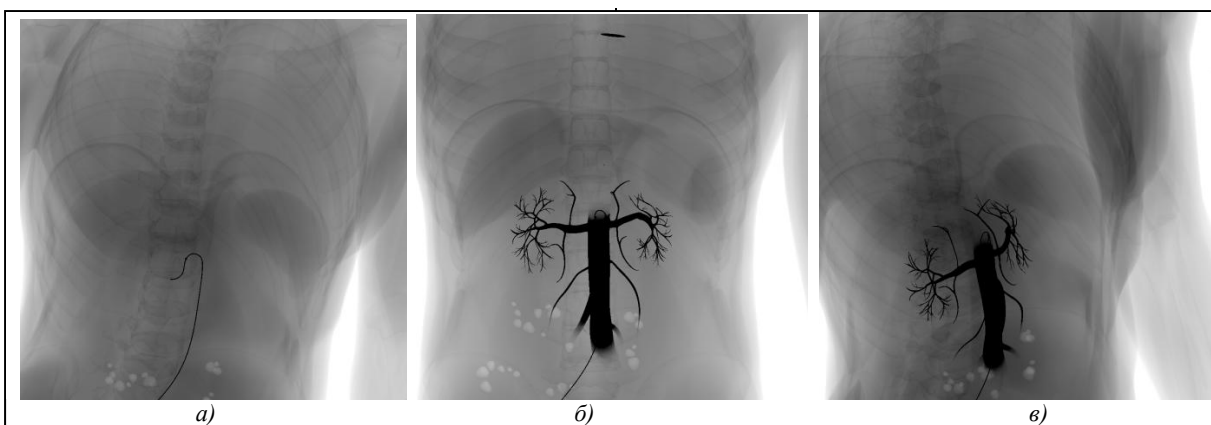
Итоговые изображения, воспроизводящие рентгеновские изображения при проведении эндоваскулярных операций: а) движение проводника по артерии, б) фронтальное изображение размытия контраста по артериям, в) боковое изображение размытия контраста по артериям
